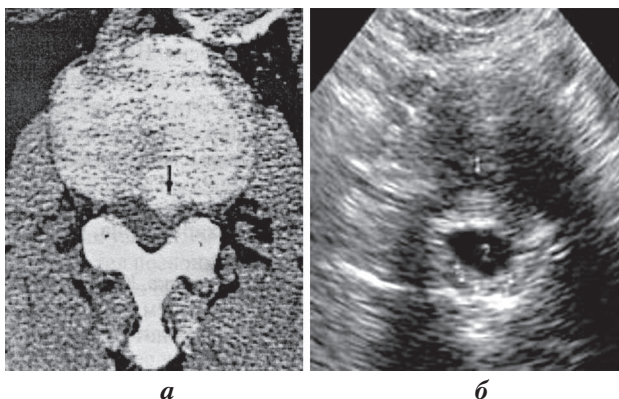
Визуализация грыжи МПД на аксиальном срезе: а – при КТ; б – при УЗИ
